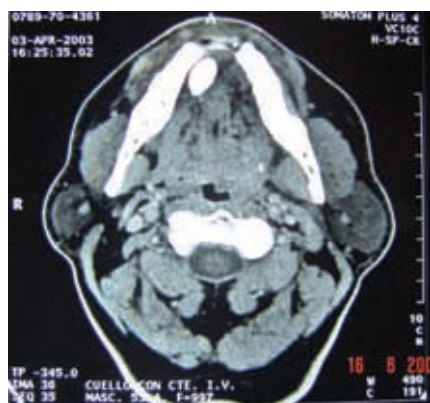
Corte axial de una tomografía computada del piso de la boca; nótese la posición del lito con respecto a los músculos geniogloso y milohioideo.
